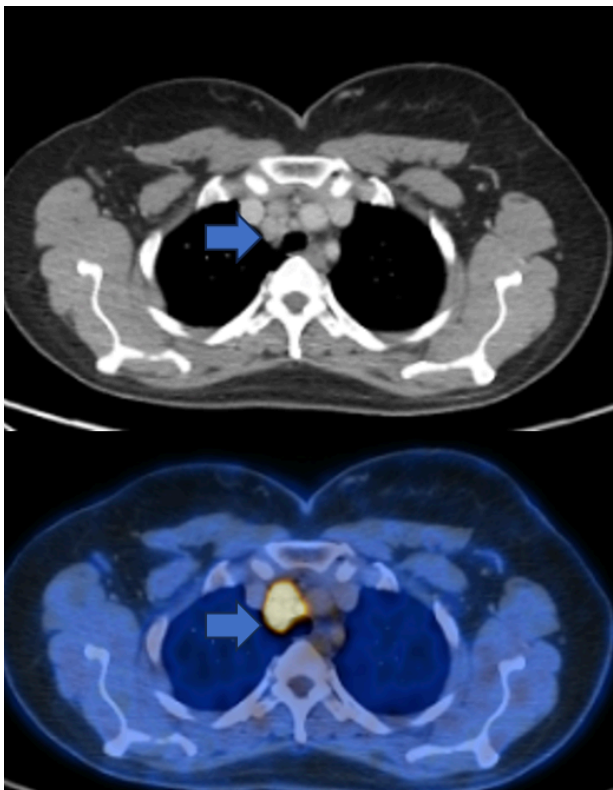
Imagens evidenciando linfonodo mediastinal hipermetabólico (SUV de até 10,5), em paciente com neoplasia primária de mama cujo estudo histopatológico posterior do linfonodo demonstrou tuberculose ganglionar (Imagem cedida pelo Dr. Luciano Monteiro do Prado Jr).
